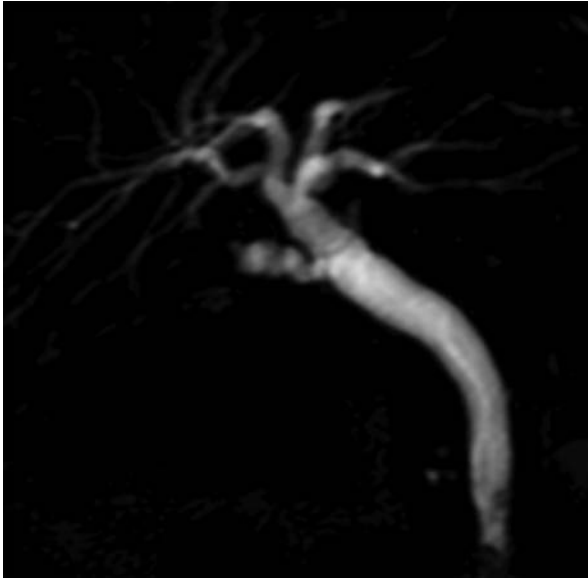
Colangiorresonancia magnética 3T: cuatrirfurcación biliar.
